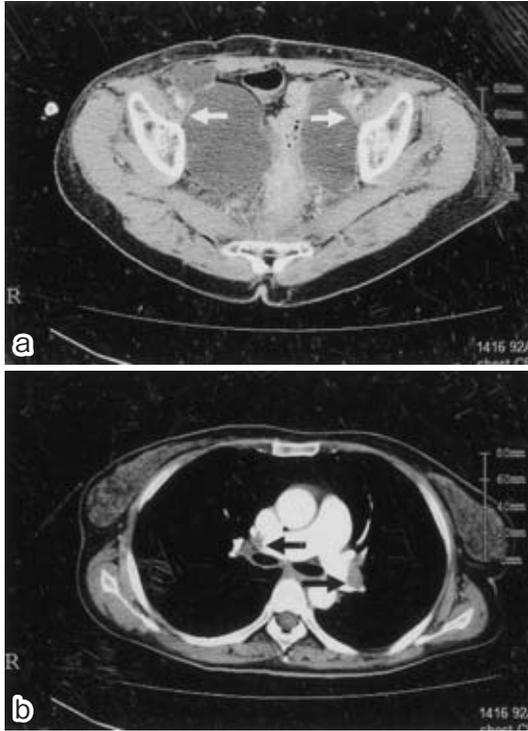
CT (20th day after operation) revealed right deep venous thrombosis due to compression of right external iliac vein by pelvic lymphocele. a : abdomen. b : lower extremity.
